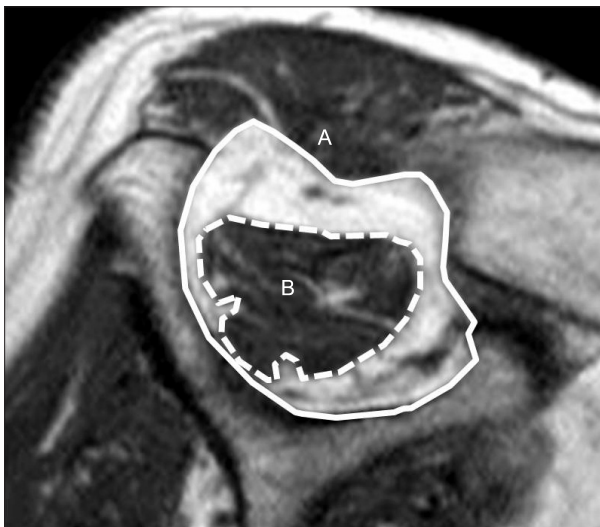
T1-weighted oblique sagittal magnetic resonance image shows the method of calculation of the occupation ratio of supraspinatus muscle. Occupation ratio=actual occupied area (B)/estimated anatomical area (A) $\times 100$. Solid lines indicate suprascapular fossa. Dotted lines indicate supraspinatus.
